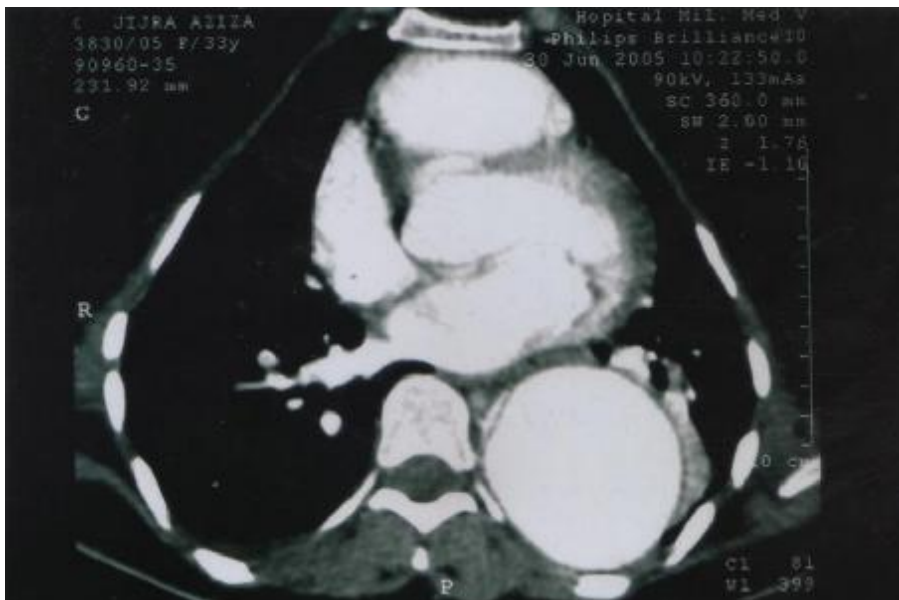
TDM objectivant une dissection aortique
